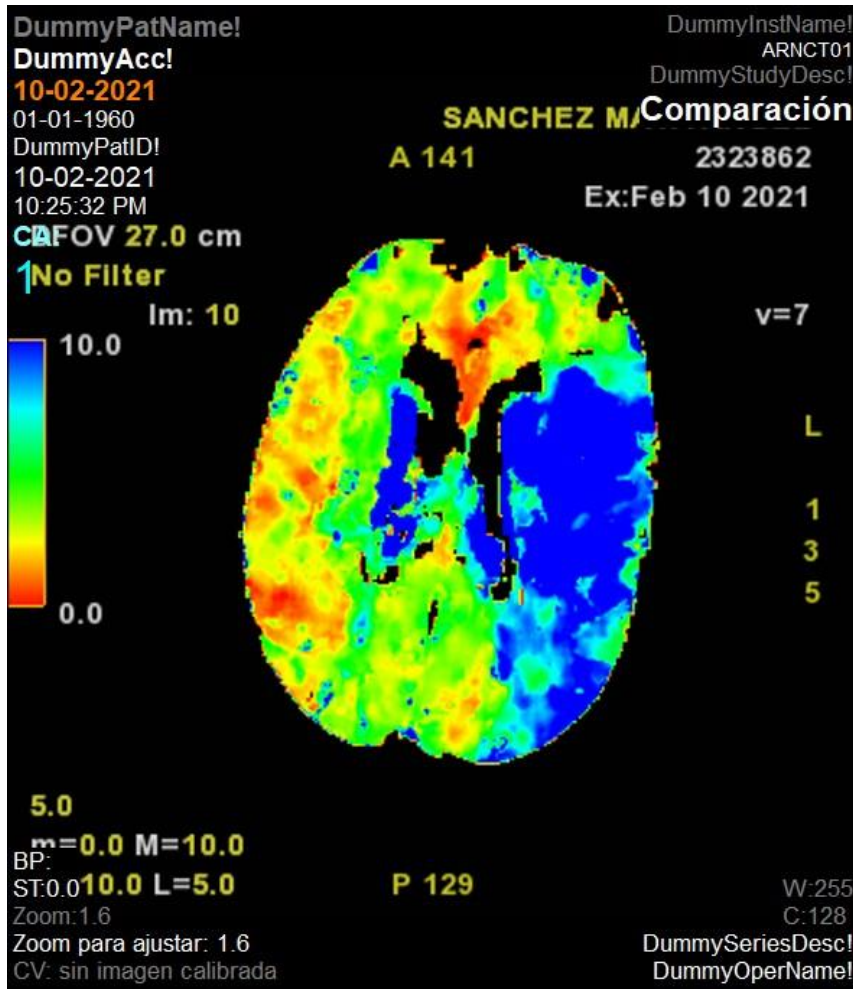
Imagen TC cerebro perfusión:
